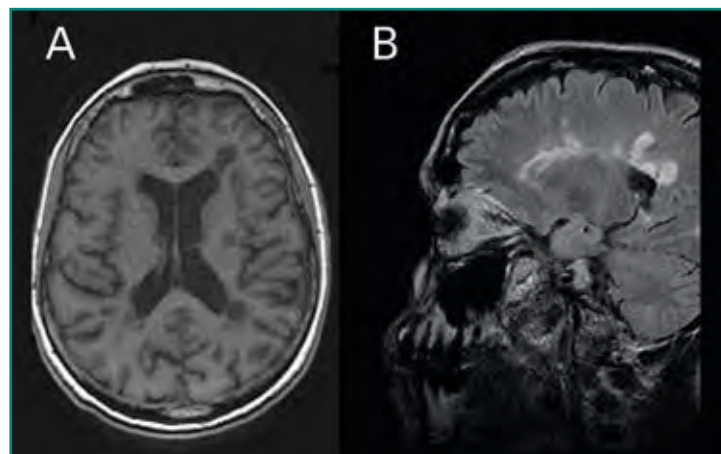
A: imagen axial de RM ponderada en T1 con lesiones hipointensas, "agujeros negros"; B: imagen sagital FLAIR. Lesiones hiperintensas periventriculares, "dedos de Dawson".
